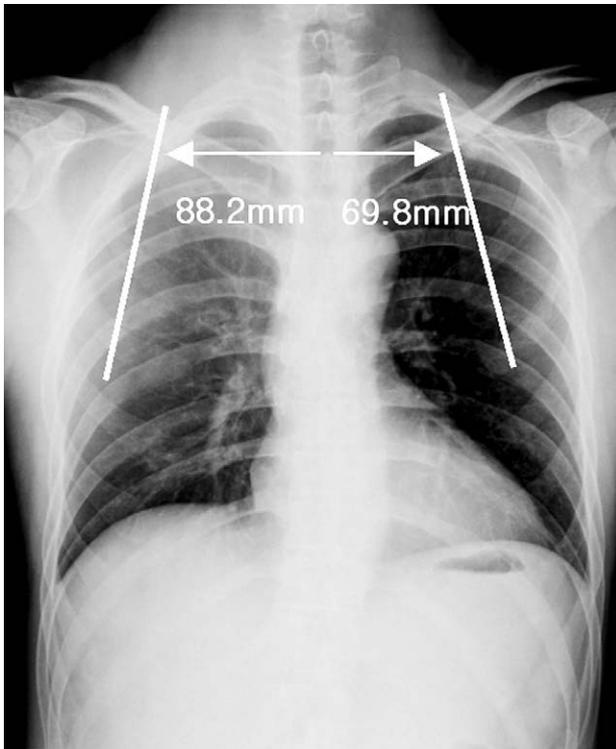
Admission chest roentgenogram shows the lateral displacement of the medial border of right scapular compared with that of the left side.
